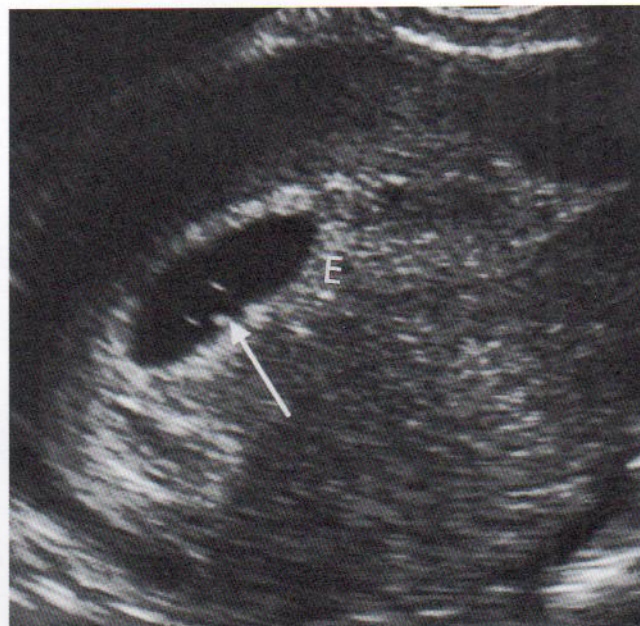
Ecografía de un producto de la concepción de 3,5 semanas. Obsérvese el endometrio (E) que lo rodea y el saco vitelino secundario (flecha). (Cortesía del Dr. EA Lyons, MD, profesor de Radiología y Obstetricia y Ginecología, Health Sciences Centre, University of Manitoba, Winnipeg, Manitoba, Canadá.)
